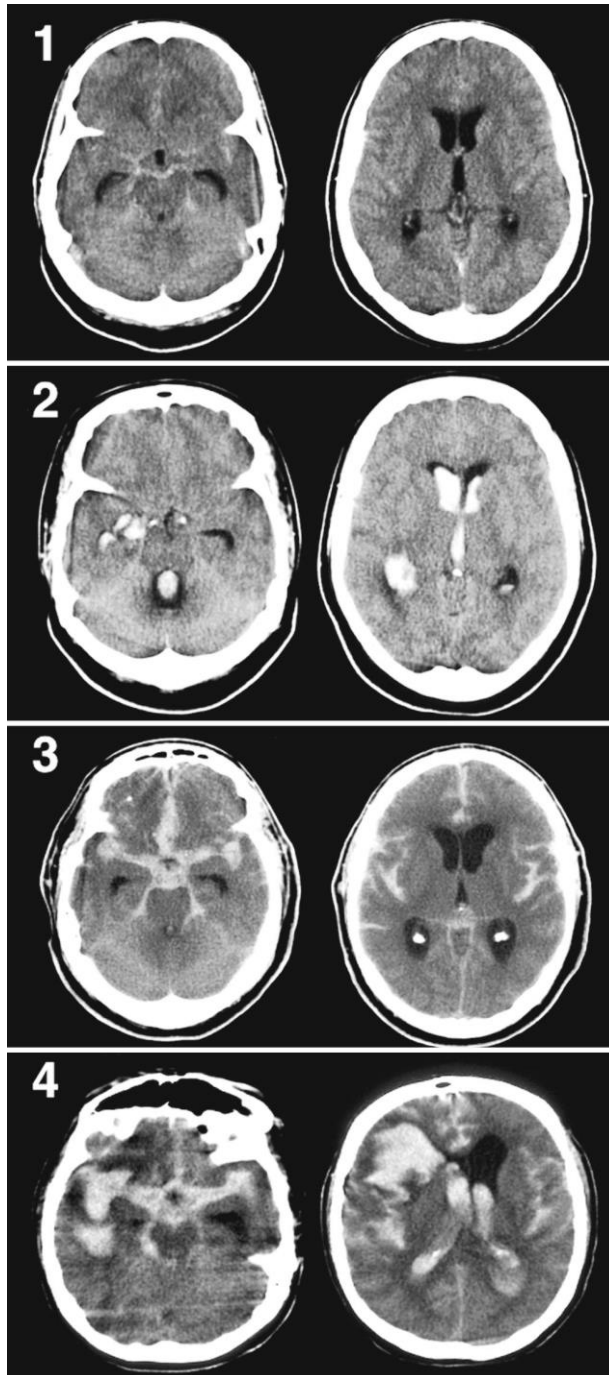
Tomografías computarizadas que demuestran la escala de calificación de Fisher CT modificada. Grado 1 (HSA fina mínima o difusa sin HIV), que indica bajo riesgo de vasoespasmio sintomático; Grado 2 (HSA mínima o fina con HIV); Grado 3 (coágulo cisternal grueso sin HIV), que indica riesgo intermedio de vasoespasmio sintomático; y Grado 4 (coágulo cisternal con HIV), lo que indica un alto riesgo de vasoespasmio sintomático⁸⁶.
